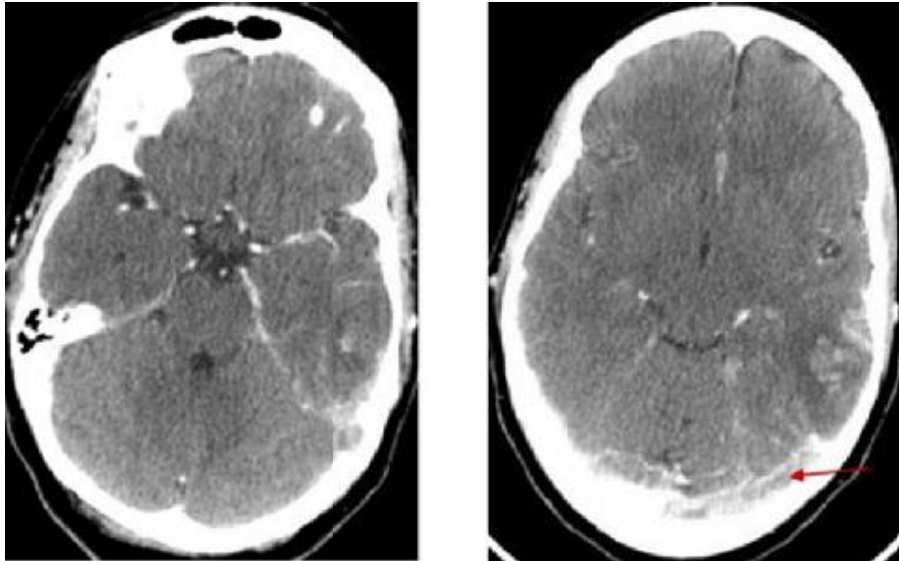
TDM cérébrale après contraste en coupe axiale objectivant un défaut de rehaussement du sinus latéral gauche → dont la paroi est fortement rehaussée après contraste il s'y associe un infarctus hémorragique temporal homolatéral :
